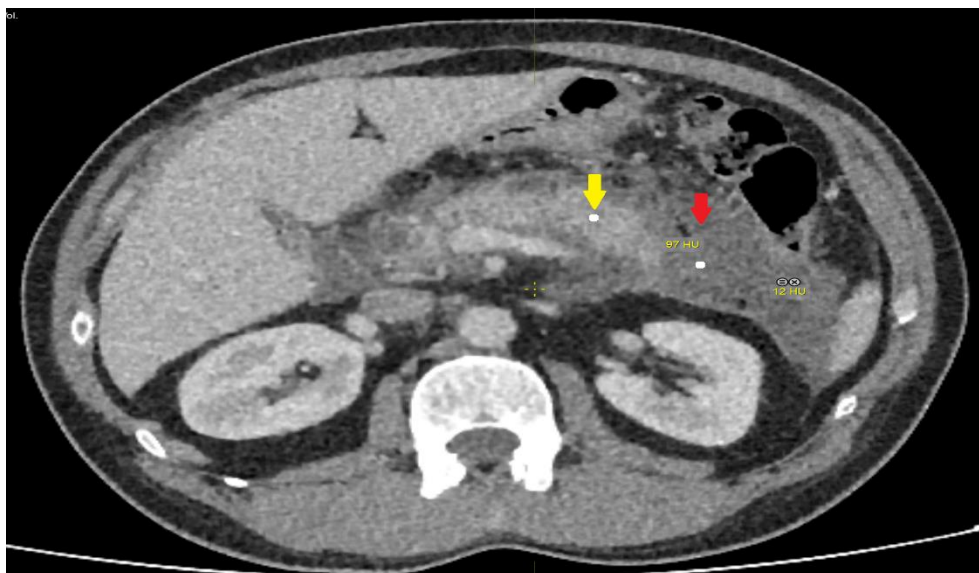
Компьютерная томограмма, венозная фаза, аксиальная проекция. 3 день ОП. 2 тип конфигурации некроза: глубокий некроз в области хвоста (красная стрелки), дистальнее которого отсутствует жизнеспособная паренхима ПЖ. Жизнеспособная паренхима в области шейки, тела, головки (желтые стрелка)
